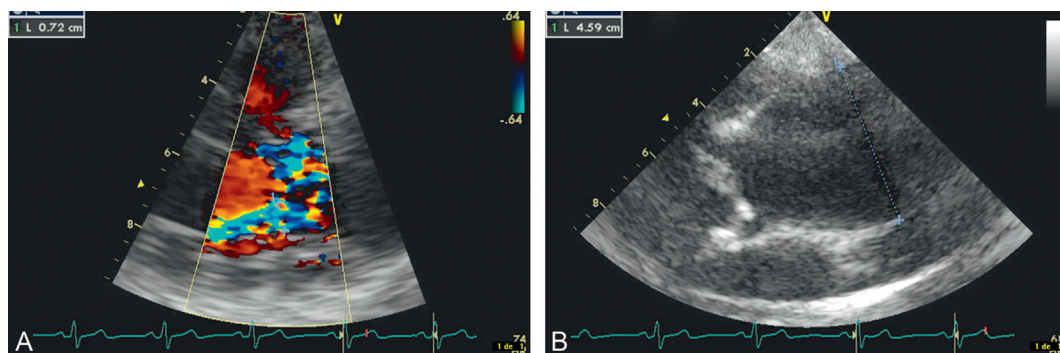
Dilatation de l'aorte ascendante associée à une bicuspidie aortique fuyante (échocardiographie transthoracique).
